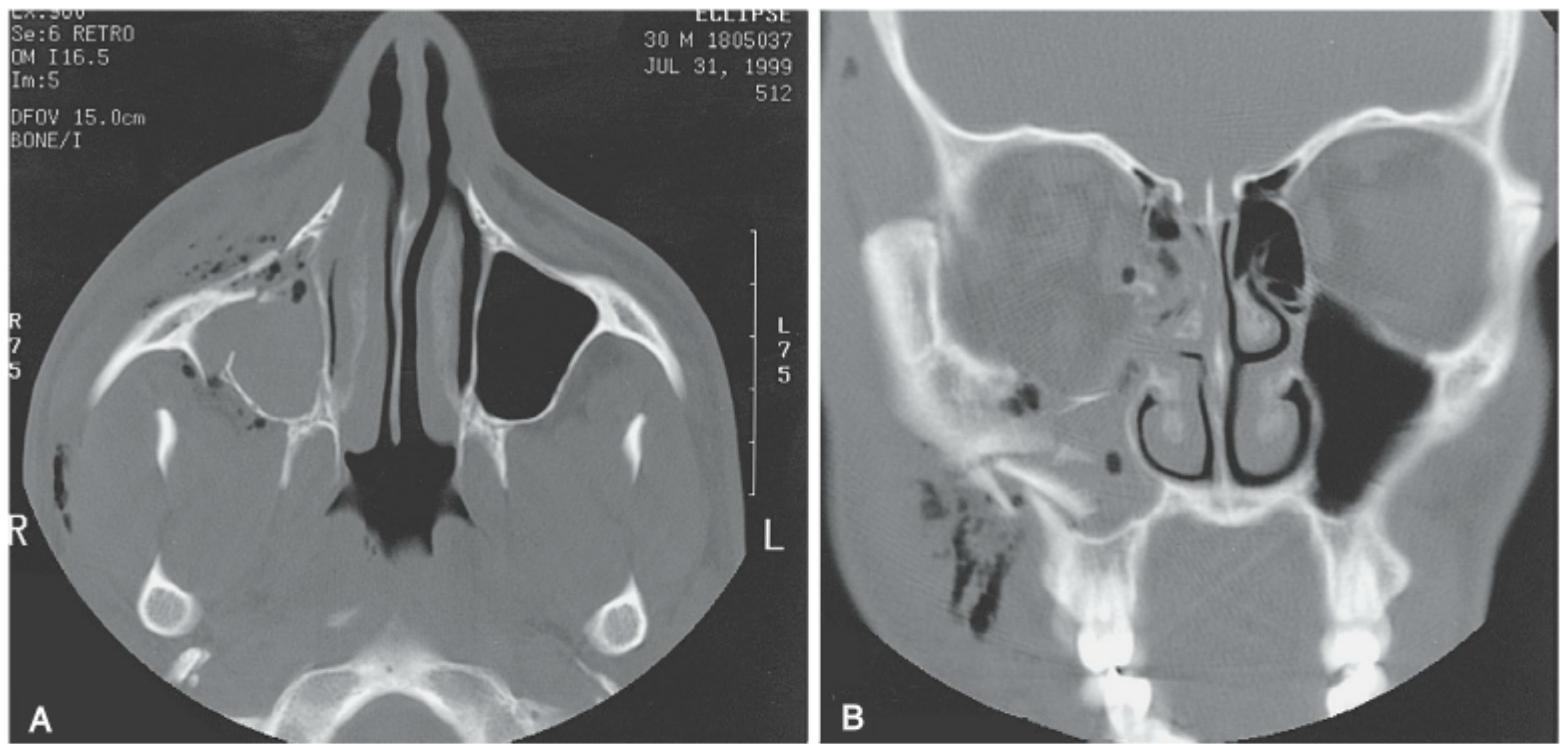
Uso da TC para o diagnóstico das fraturas faciais. Visão axial (A) e visão coronal (B) demonstrando fraturas complexas envolvendo o maxilar direito, bem como as paredes lateral, inferior e medial da órbita direita. Observe a opacificação dos seios maxilar e etmoidal.
